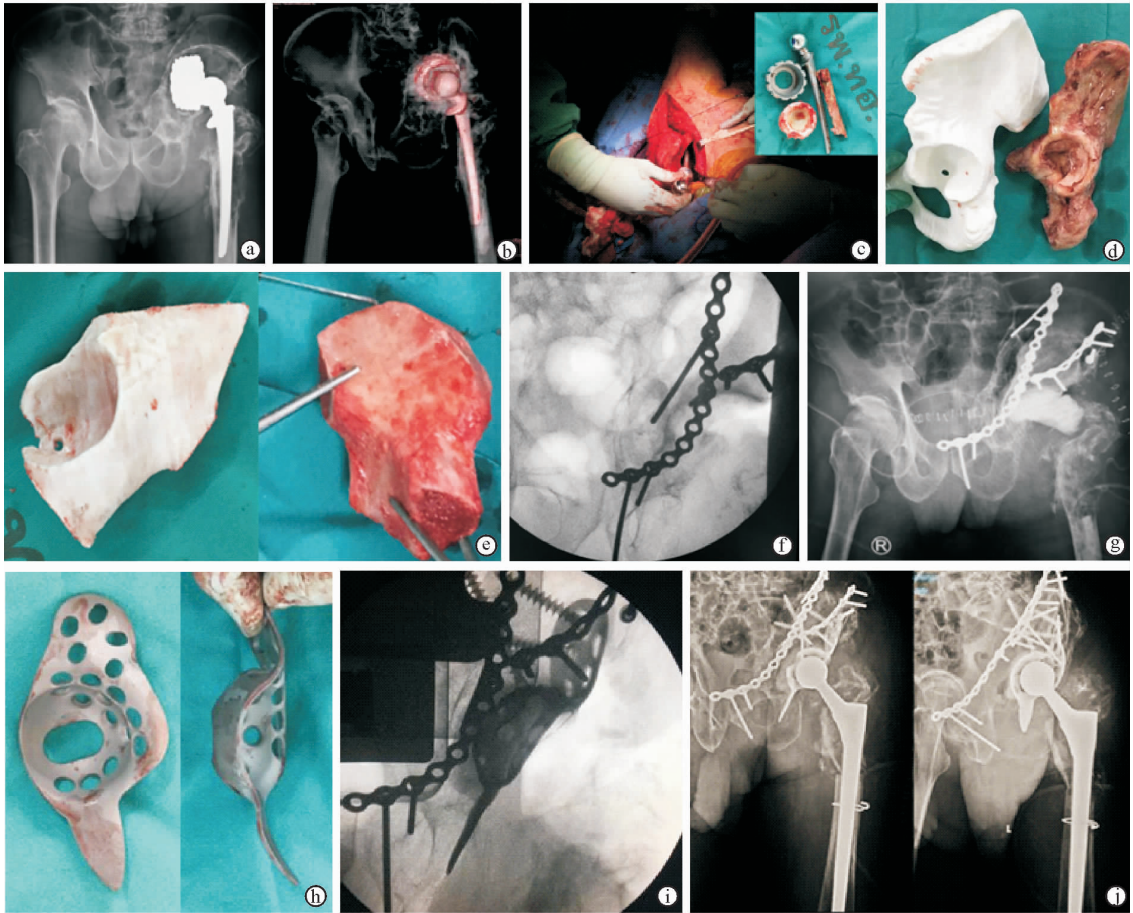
应用3D打印技术辅助髌关节置换后的翻修术 a. 左侧全髌关节置换术后30年髌盆前后位X线片显示左侧髌关节假体松动,假体周围伴有严重骨缺损 b. 术前髌盆CT三维重建影像 c. 一期翻修术中图片,嵌图显示取出的髌关节假体 d. 利用右侧半髌盆CT影像镜像翻转数据打印制作的半髌盆模型 e. 根据真实骨缺损形态进行修整的半髌盆模型,右图为依照半髌盆模型调整后的异体骨块 f. 术中透视影像显示异体骨移植到位并用钢板固定 g. 一期翻修术后髌盆X线片显示髌臼重建及骨水泥间隔器填充结果 h. Burch-Schneider 笼形结构正面(左)和侧面(右)观 i. 术中透视影像显示 Burch-Schneider 笼形结构放置到位并固定 j. 翻修术后正位(左)和闭孔斜位(右)X线片显示全髌关节置换术后的结果
